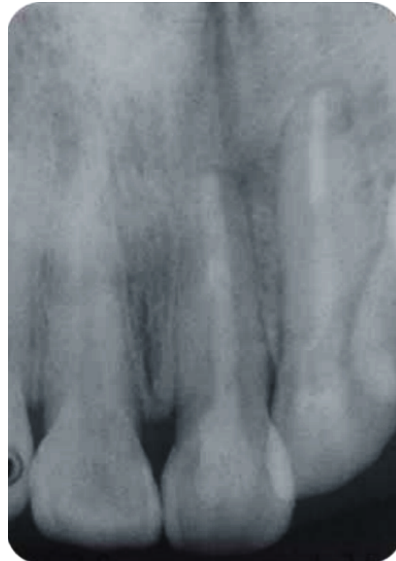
Radiografía posoperatoria.⁸³
